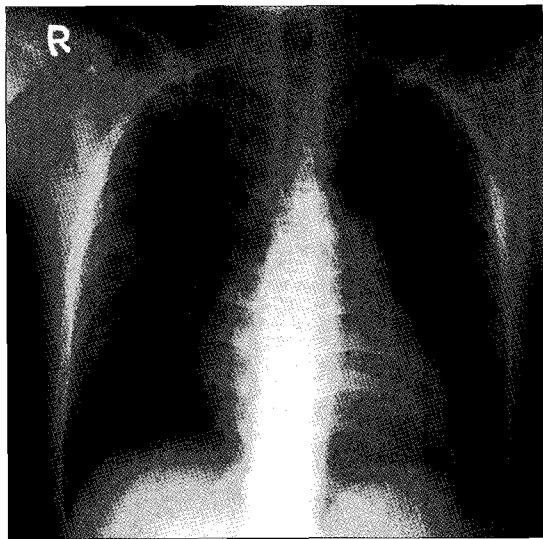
Preoperative chest X-ray shows enlarge pulmonary conus and decreased pulmonary vascular marking in both lung fields.
